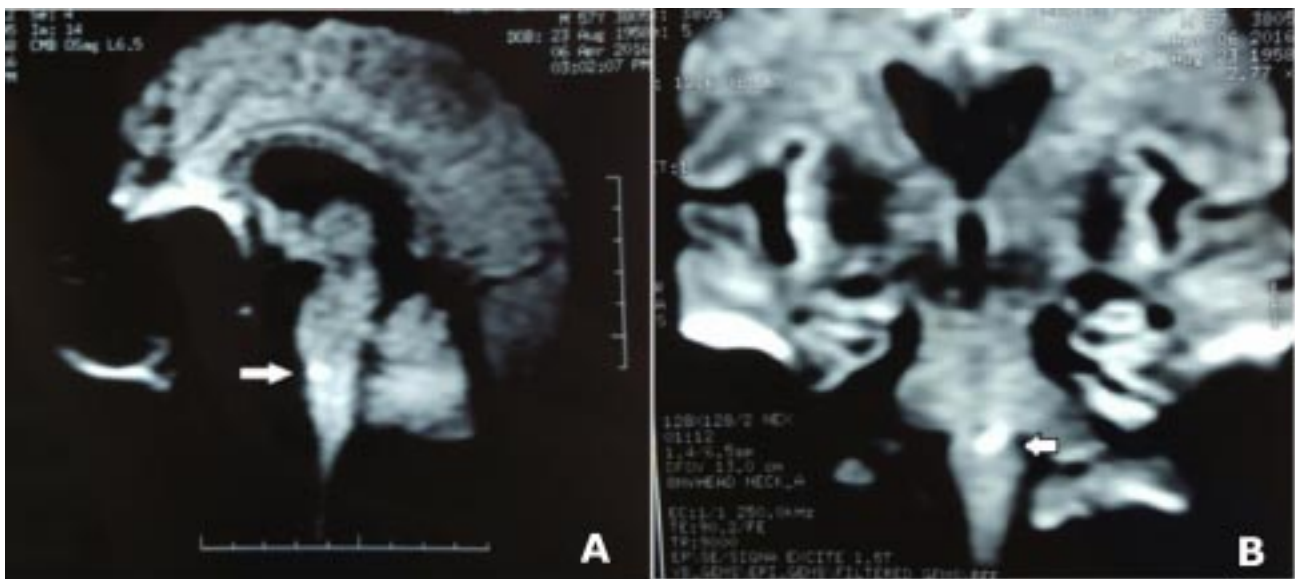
(Corte sagital y axial respectivamente). IRM por difusión donde se aprecia imagen hiperintensa de morfología irregular en el contorno lateral izquierdo del bulbo raquídeo por restricción molecular, compatible con evento isquémico (Síndrome Wallenberg).
